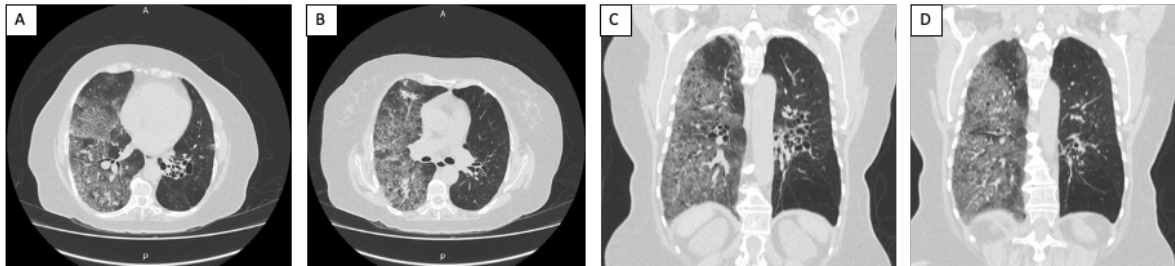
A y B Cortes axiales de TC de tórax; C y D Cortes coronales de TC de tórax. Todas muestran opacidades alveolares difusas en vidrio esmerilado en el lóbulo medio e inferior del pulmón derecho; bronquiectasias en el lóbulo inferior de ambos pulmones y fibrosis en hemitórax derecho con bandas pleuroparenquimatosas en el lóbulo superior.
